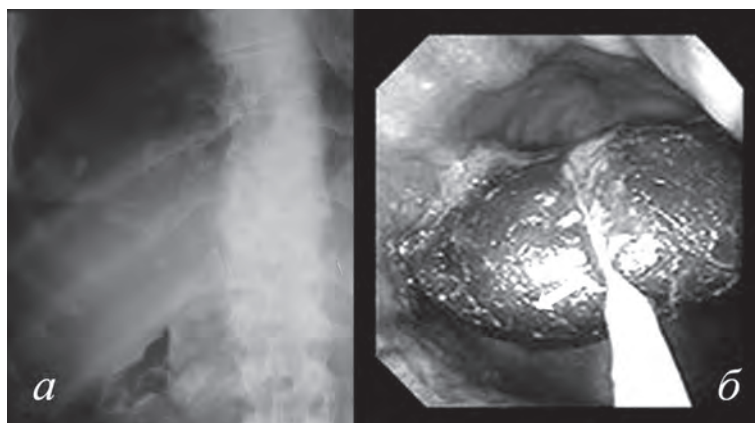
Синдром Бувре I – высокая тонкокишечная непроходимость, обусловленная желчными камнями. Один из «провалившихся» через патологическое билиодигестивное соустье камней захвачен эндоскопической петлёй (б). На обзорной рентгенограмме (а) определяется скопление газов в желчном пузыре (симптом Зедгенидзе–Линденбратена)
